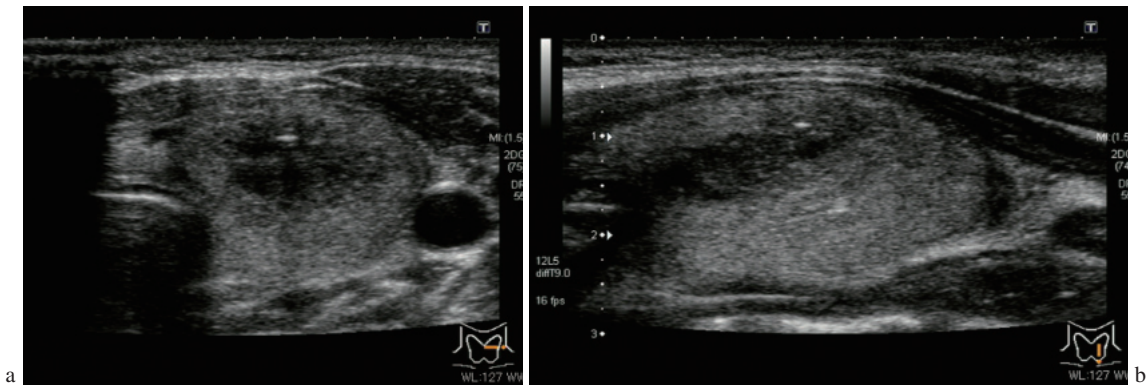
症例2初診時の超音波画像. 甲状腺内部にとどまる低エコー域. a: 横断像, b: 縦断像
